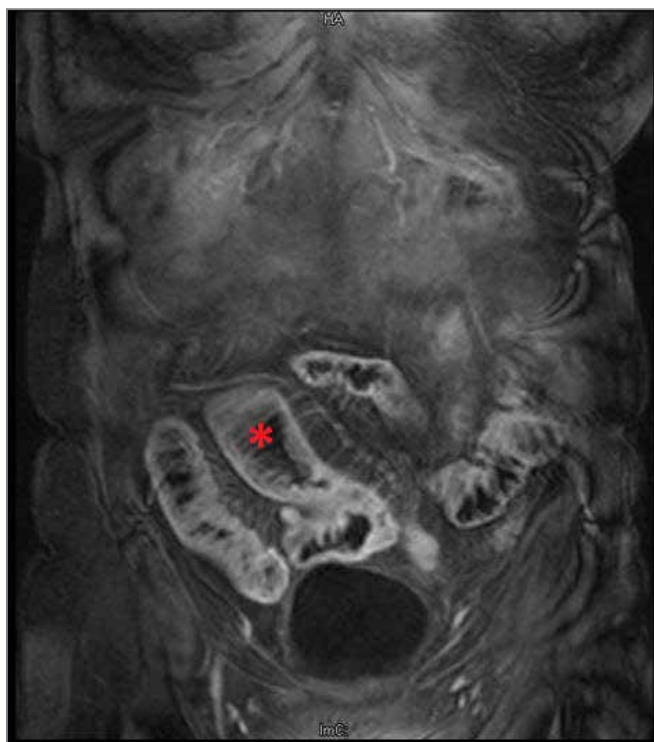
Enterorresonancia magnética (corte coronal). Asa de yeyuno-íleon distendida (asterisco)
